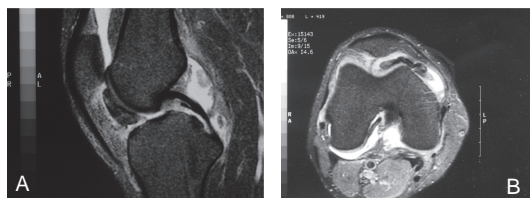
Ressonância magnética pré-operatória do joelho: corte axial (A) e corte longitudinal (B), mostrando a lesão.
